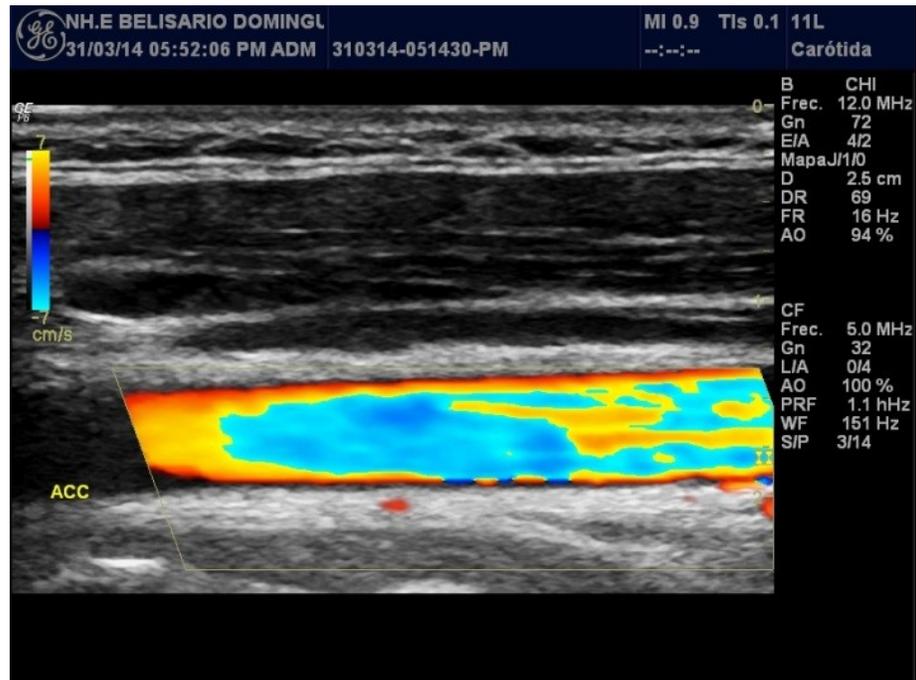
Imagen de ultrasonido realizada con transductor lineal multifrecuencia, en modo Doppler color, en situación de arteria carótida común derecha, representando artefacto denominado aliasing.
